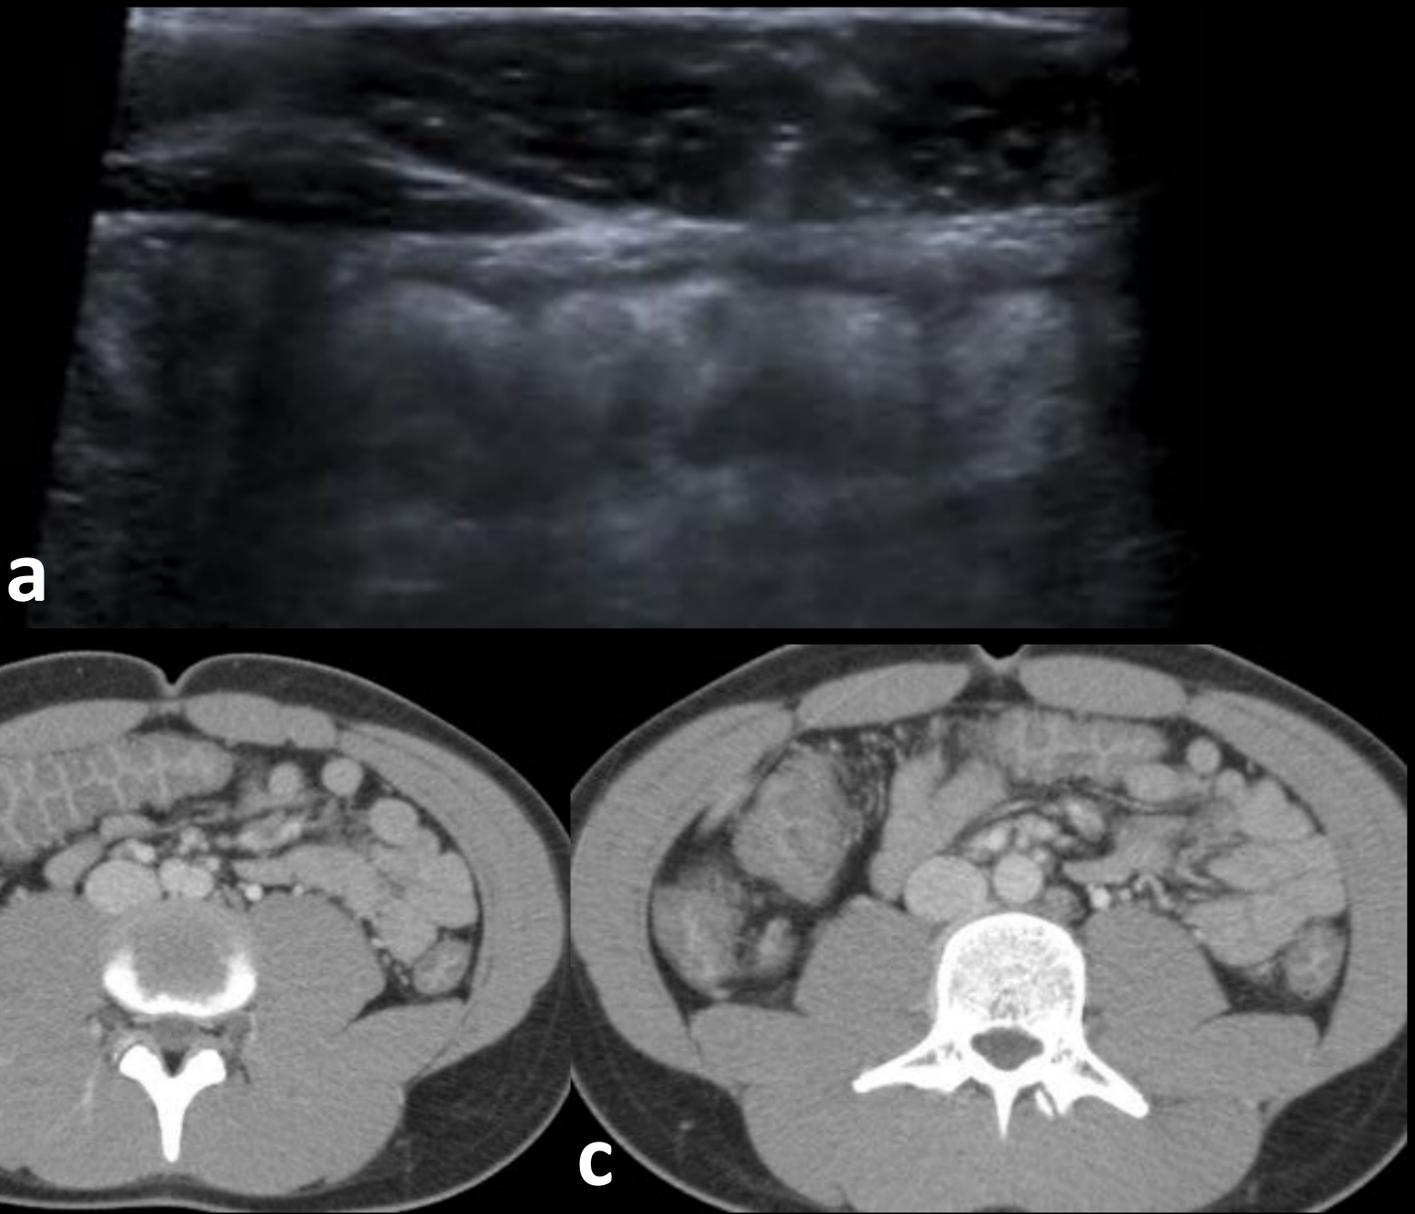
a. Ecografía: marcados signos inflamatorios en colon ascendente y ciego con engrosamiento mural.
